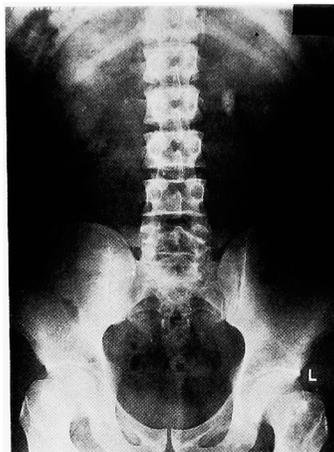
Plain film (KUB) showed a large calculus (27×12 mm) at the left ureteropelvic junction and small calculi in bilateral kidneys.
